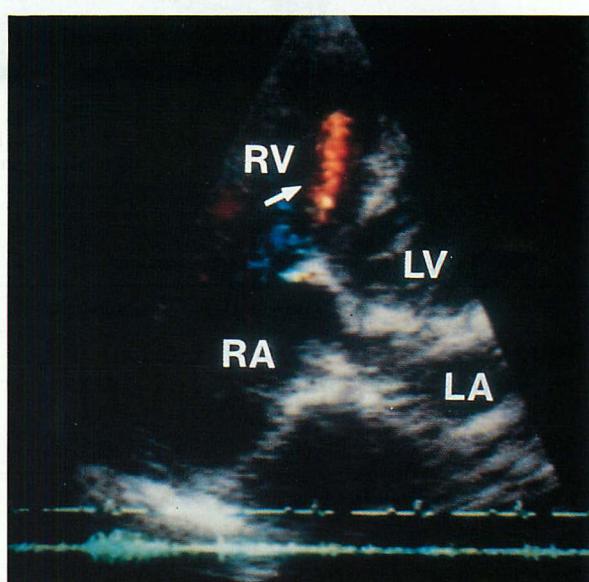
Color Doppler echocardiogram, apical four-chamber view, showing abnormal flow in the right ventricle (arrow)
